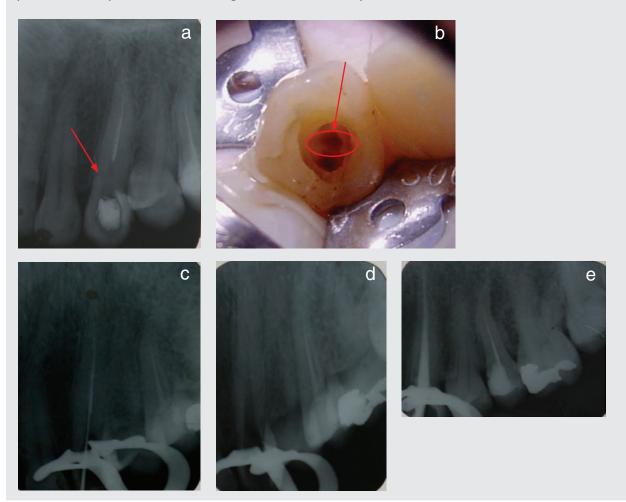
Après la dépose de la restauration coronaire défectueuse, on met en évidence une fausse route au niveau cervical (flèche rouge sur la photo et la radiographie). La première étape consiste à rectifier la cavité d'accès.
